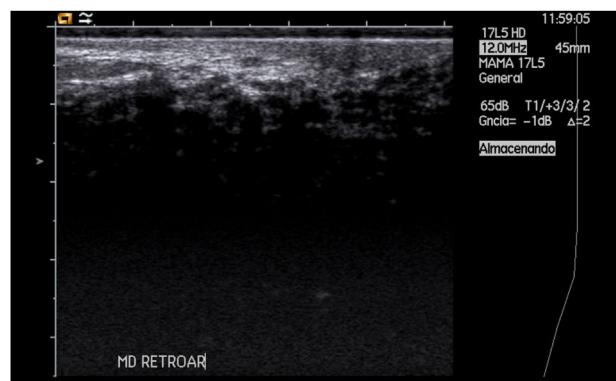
Ecografía de mama derecha en la que se aprecia área retroareolar con muy escasa transmisión del ultrasonido.
